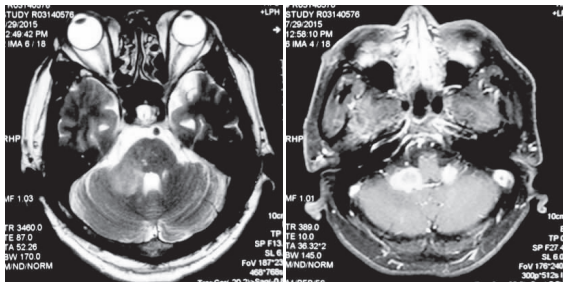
MRI 检查示双侧小脑中脚见团片样 T₂ 高信号影,边界不清,毗邻面神经根部,增强扫描可见明显类圆形强化,分别约 2.1 cm×1.7 cm、1.5 cm×1.0 cm
